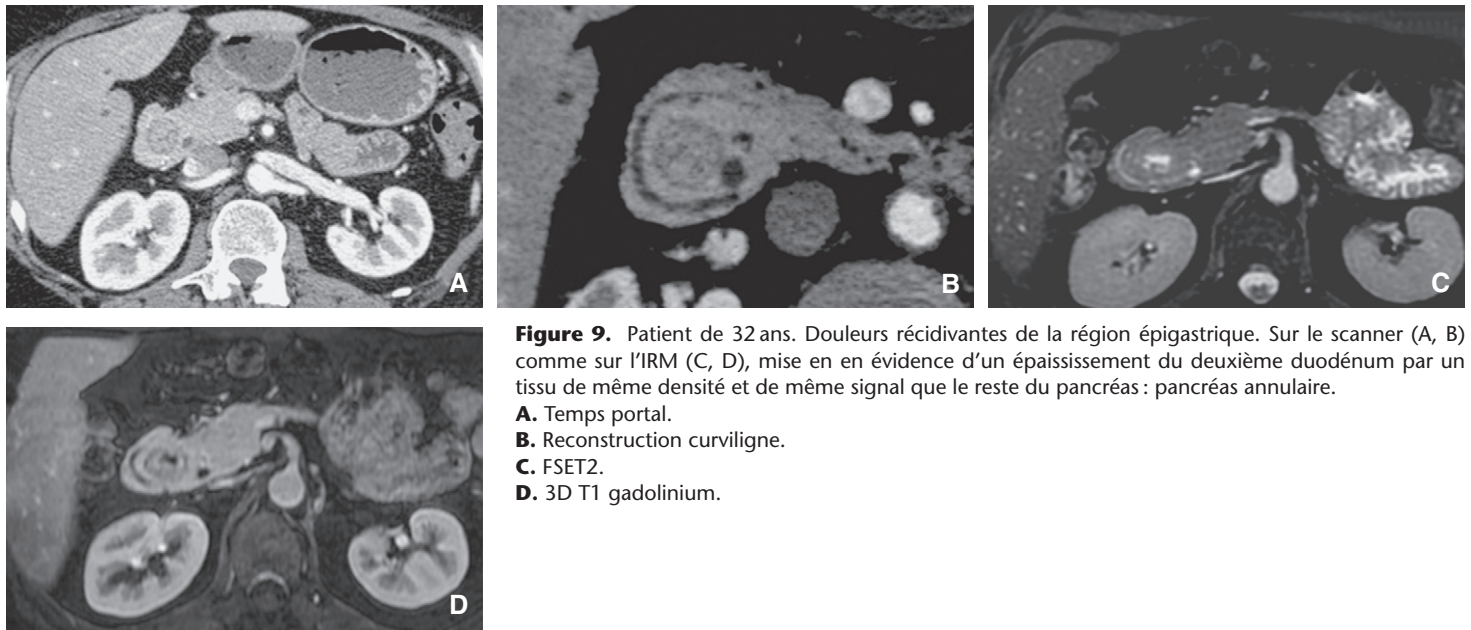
Patient de 32 ans. Douleurs récidivantes de la région épigastrique. Sur le scanner (A, B) comme sur l'IRM (C, D), mise en évidence d'un épaississement du deuxième duodénum par un tissu de même densité et de même signal que le reste du pancréas : pancréas annulaire.
